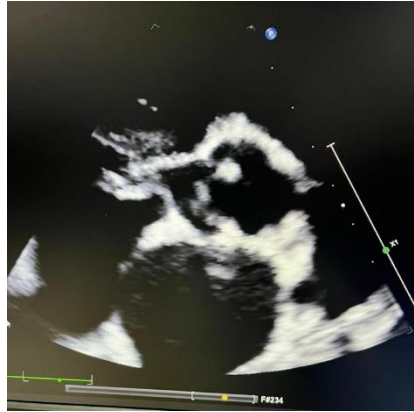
Ecocardiograma com aneurisma roto de seio de valsalva aórtico.
